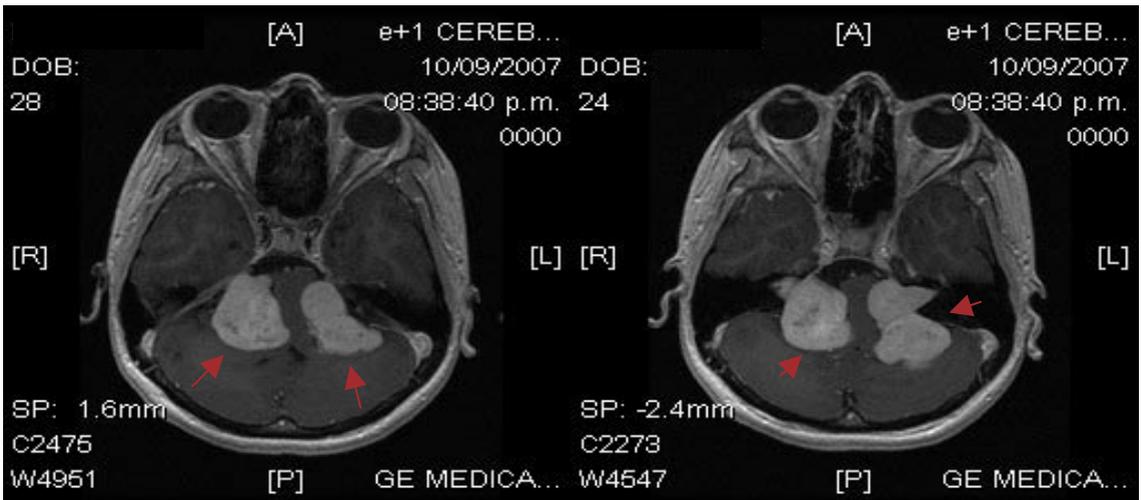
RMN (cortes axiales) con gadolinio, nótese las lesiones de ocupación de espacio a nivel de ambos ángulos pontocerebelosos.
